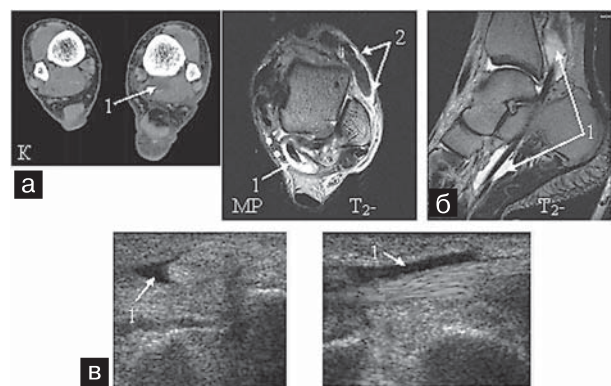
а — аксиальные КТ: визуализируется скопление жидкостного содержимого вокруг сухожилия длинного сгибателя большого пальца; б — МРТ аксиальная и сагиттальная: скопление жидкостного содержимого вокруг сухожилия длинного сгибателя большого пальца (1) и передней группы сухожилий (2); в — УЗИ: скопление жидкостного содержимого вокруг сухожилия стрелки.
